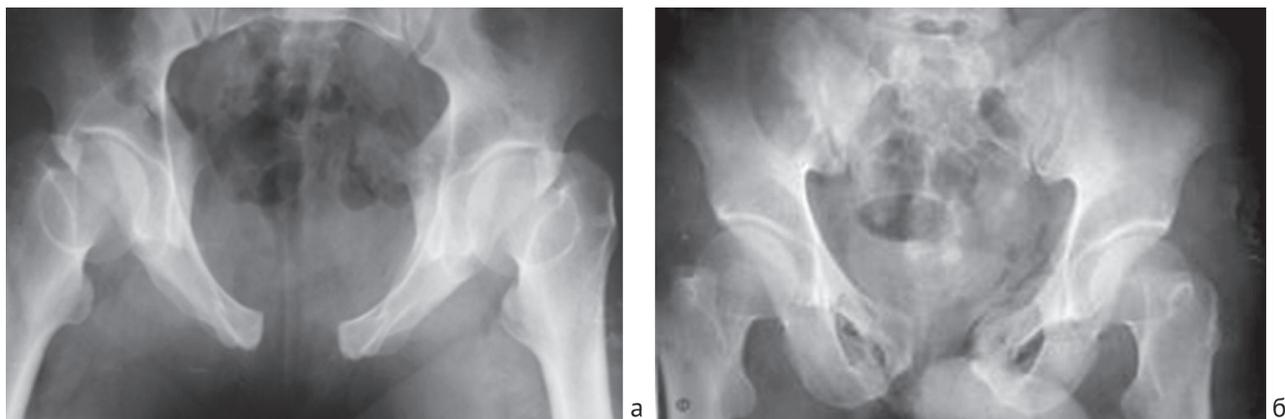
Рентгенограммы таза пациента П., 29 лет, с диагнозом: политравма, открытое повреждение тазового кольца, тип С: а – прямая проекция; б – каудальная проекция
